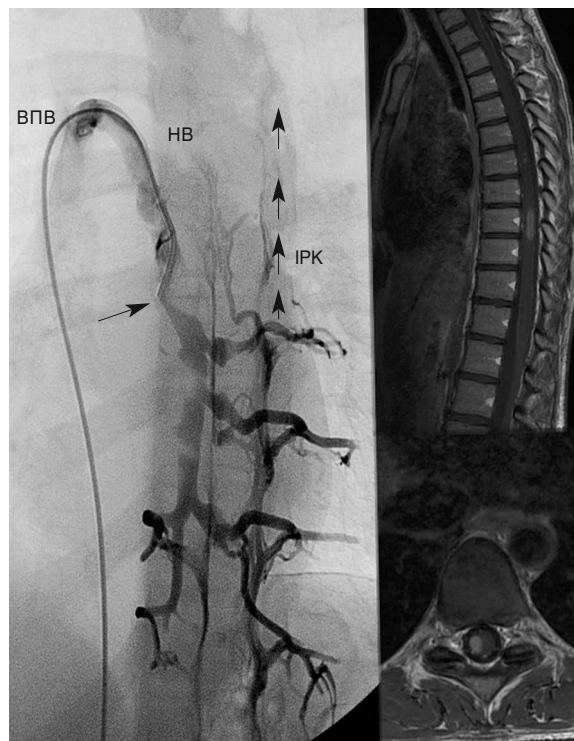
СФ та МРТ при КВМС з картиною ХЦСВН, форма D
